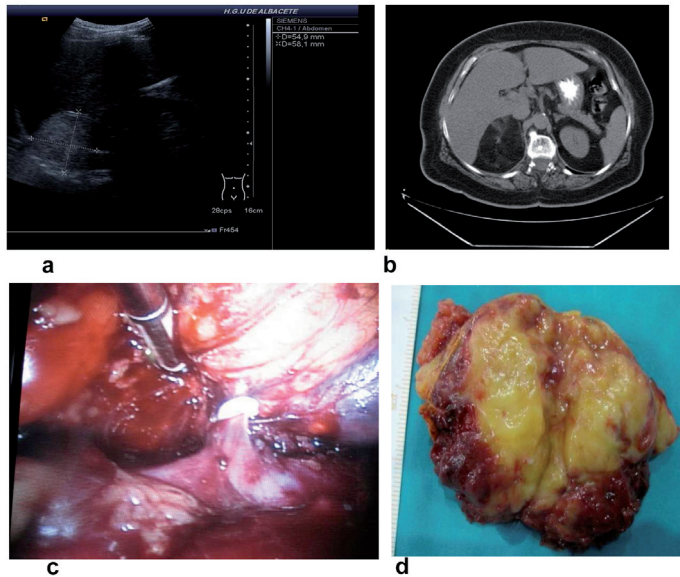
Mielolipoma en glándula suprarrenal derecha. Eco (a). TAC con densidad grasa (b). Ligadura laparoscópica de la vena suprarrenal principal derecha en su origen en cava (c). Pieza quirúrgica extirpada o suprarrenalectomía derecha laparoscópica (d).
